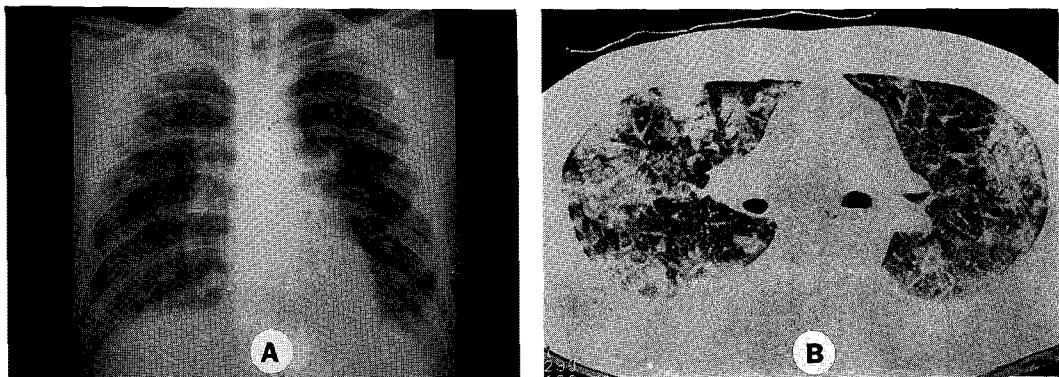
Chest radiographs of a patient with acute eosinophilic pneumonia. A. Chest PA at admission day shows diffuse bilateral infiltrates. B. HRCT shows nodular and ground glass opacities.
